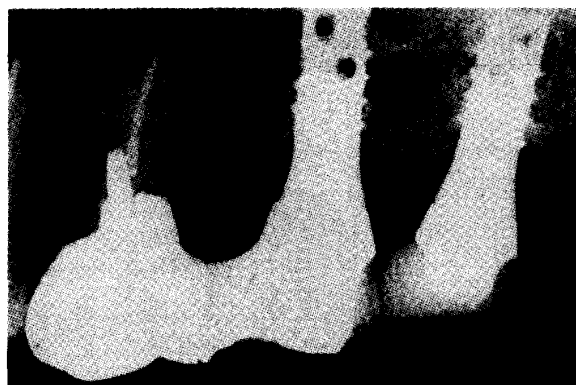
補の欠損部に人工歯根が埋入され、その上部に人工歯冠が装着されている状態(X線像)。
